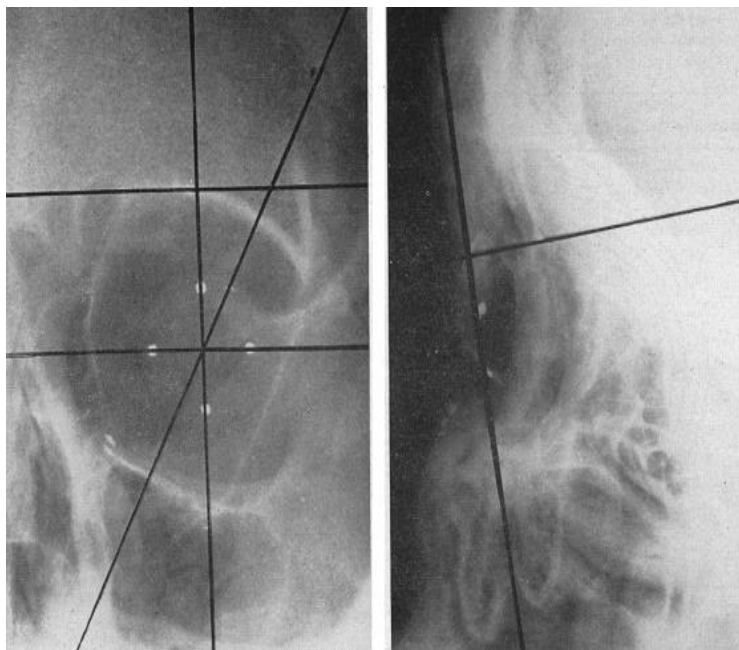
RTG snímek s kovovým kroužkem [18]
